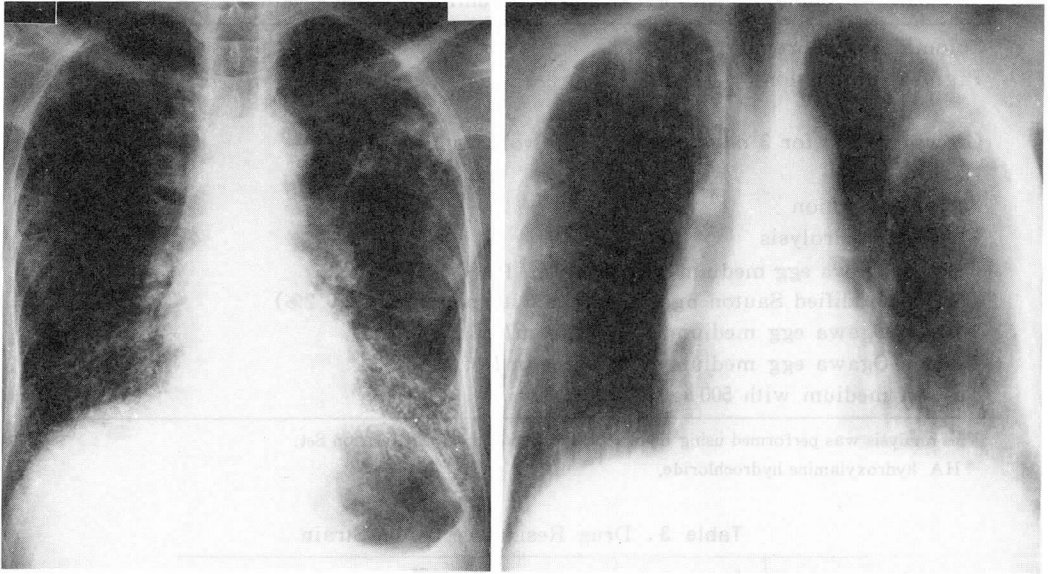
Chest plain roentgenogram (left) and tomogram (right) revealing an infiltrative shadow over the left upper lung field and reticulo-linear shadows over bilateral lower lung fields.
